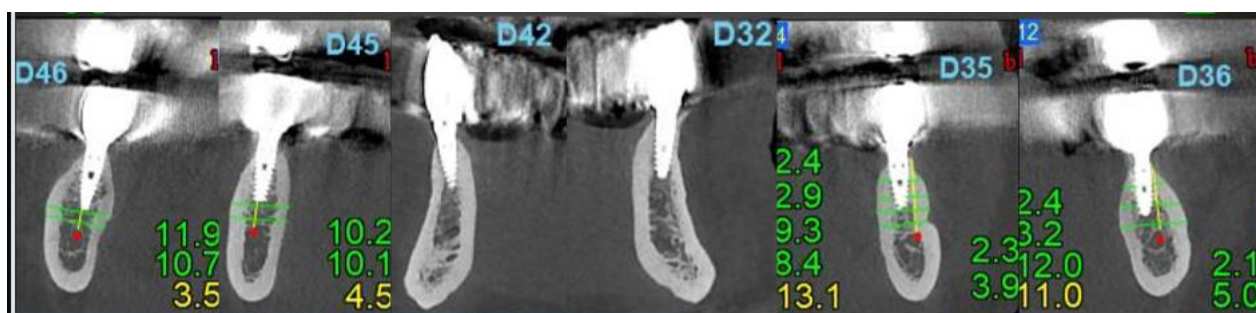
h. Parametri dimensionali alveolari postimplantar (examen CBCT)
